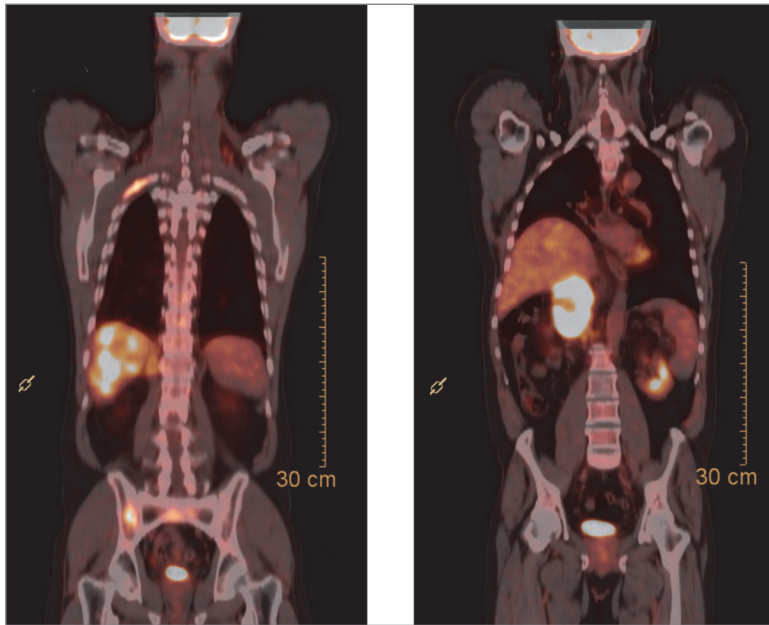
Fusionierte FDG-PET/CT in koronaler Schicht. Links NSCLC mit ossären Metastasen im rechten Os ilium sowie in einer Rippe rechts apikal. Rechts NSCLC mit Nebennierenmetastase rechts.
